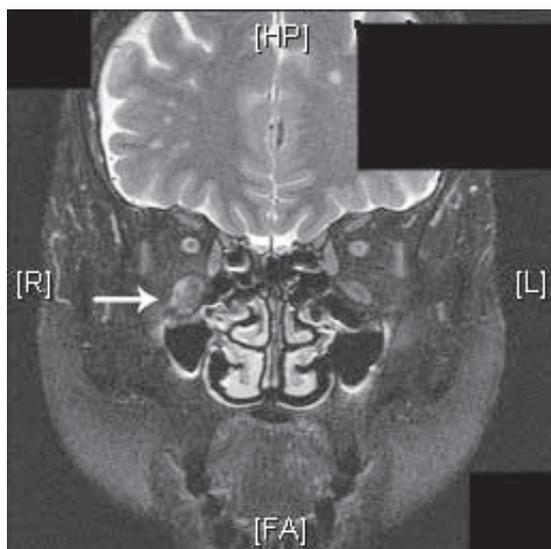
ノバリス照射前のMRI画像；右下直筋への転移性腫瘍を認める（白矢印）。
